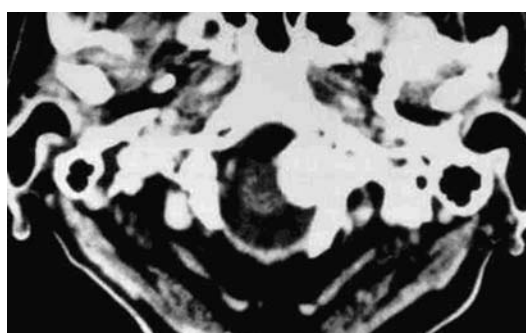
КТ. Латеральна пухлина ділянки КВЗ.
